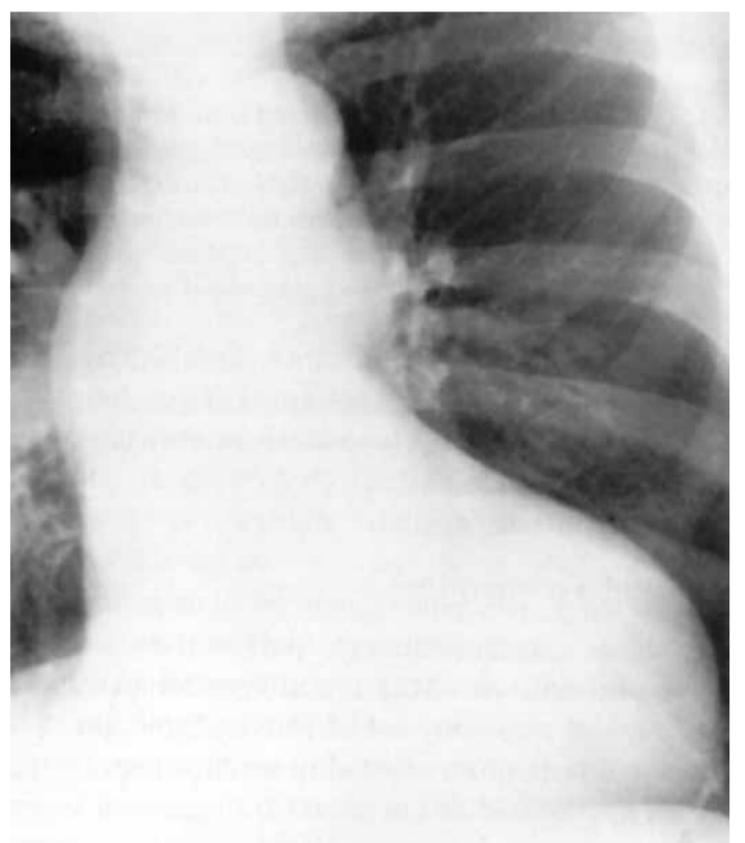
Radiografia de tórax de um paciente com insuficiência aórtica crônica. Observe o aumento da área cardíaca à custa do VE, bem como a dilatação da aorta ascendente.
